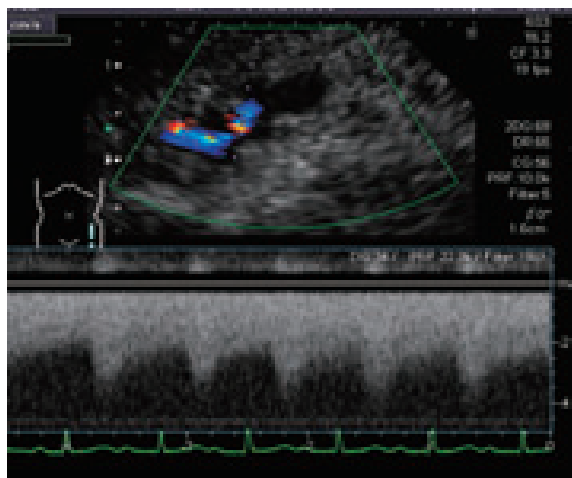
大腿動静脈瘻の超音波所見. カラー Doppler 法では、動脈と静脈の交通部にモザイク血流を認める. 高流速の動脈拍動を伴う連続性血流も認める
